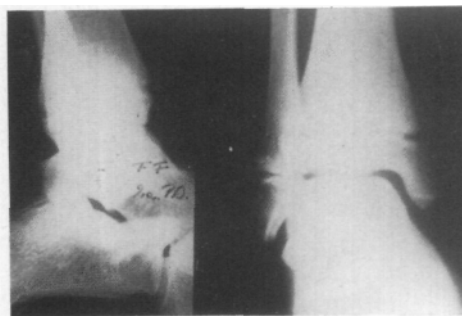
B y C. M.R., varón, 15 años. Triplanar. Radiografía (frente y perfil). Tornillo y 2 Kirschner. Buena evolución alejada.
